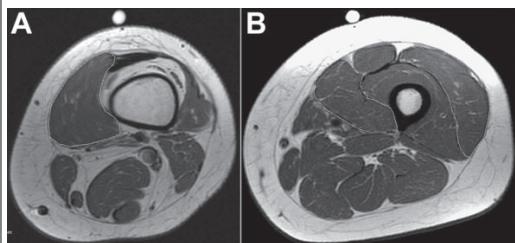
Axial view magnetic resonance imaging showing the cross-sectional area of the vastus medialis and vastus lateralis at (A) 3.75 cm and (B) 15 cm from the upper pole of the patella.
